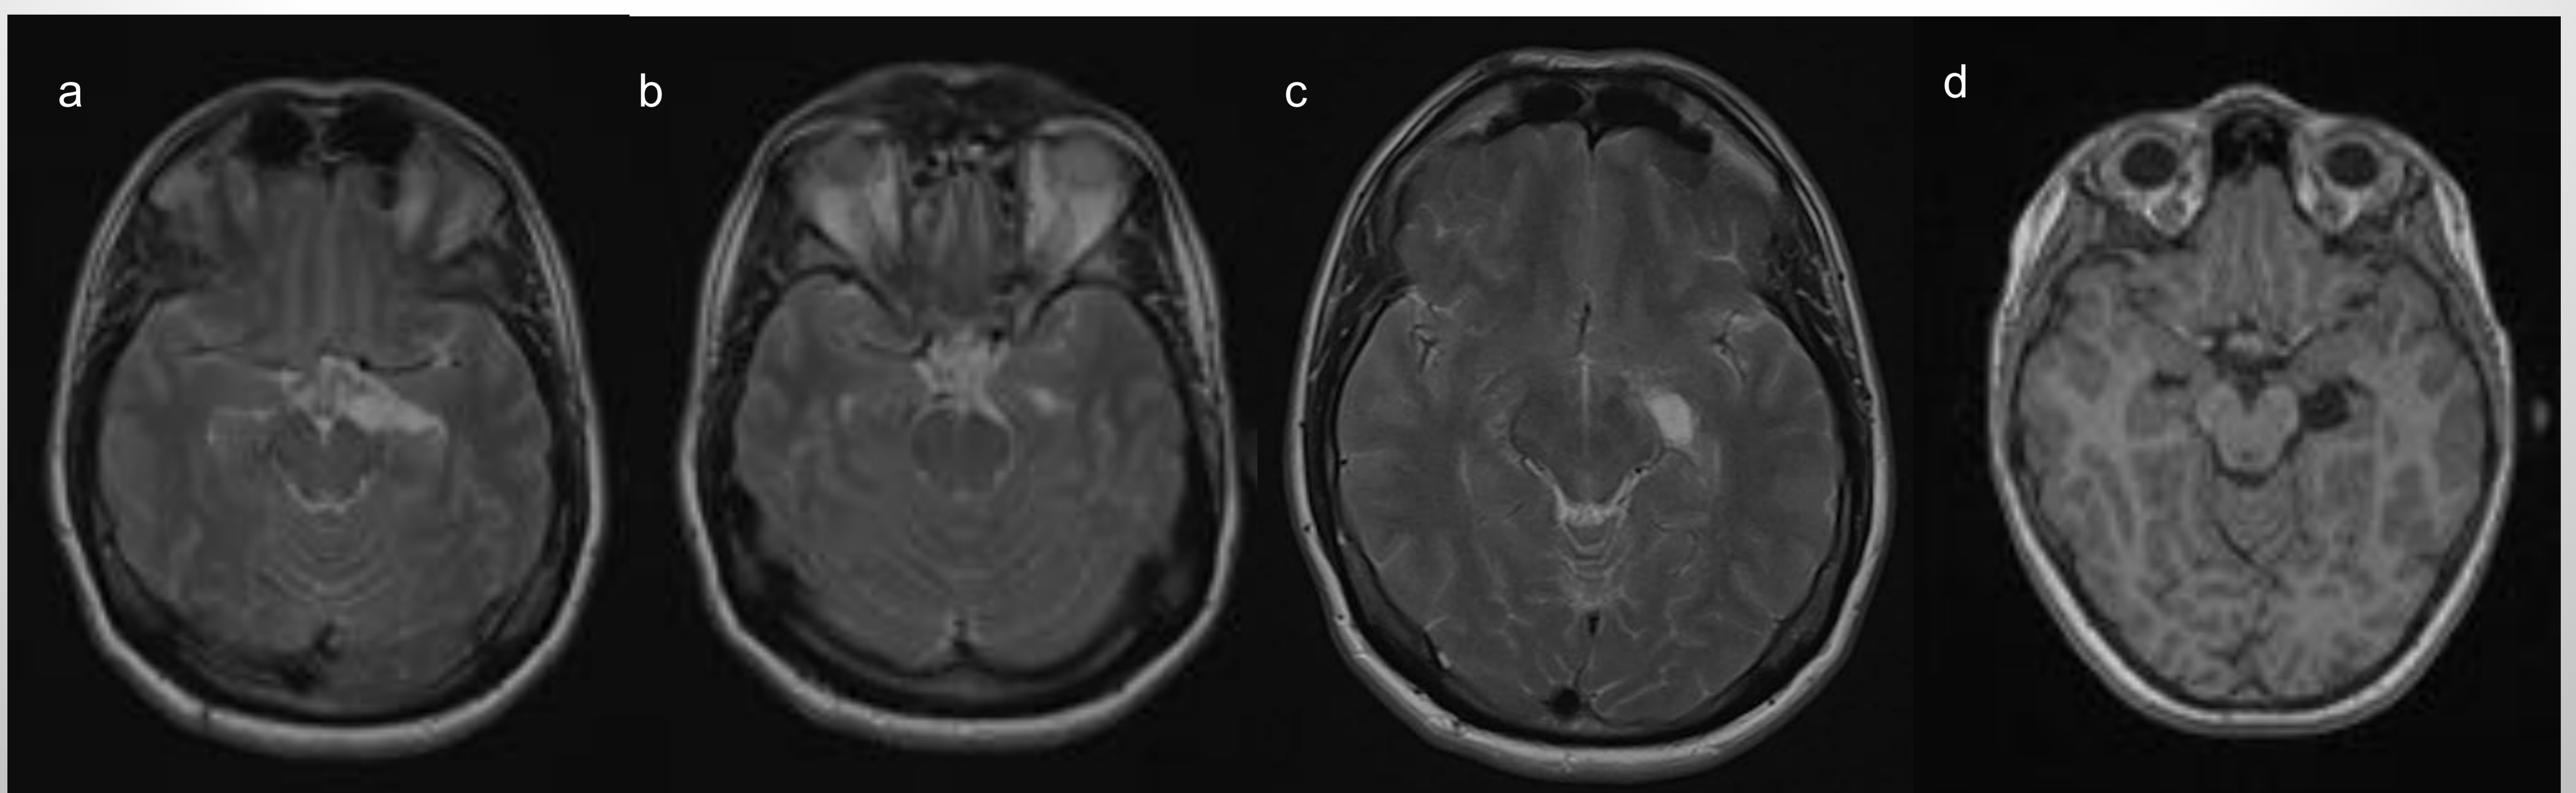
Imagen axial de RM obtenida en secuencia T2 (a,b,c) y T1 (d) de un quiste de la cisura coroidea. Se observa una lesión con morfología ovoidea localizada en la cisura coroidea izquierda, que presenta una IS similar a la del LCR en las secuencias T1 y T2.
